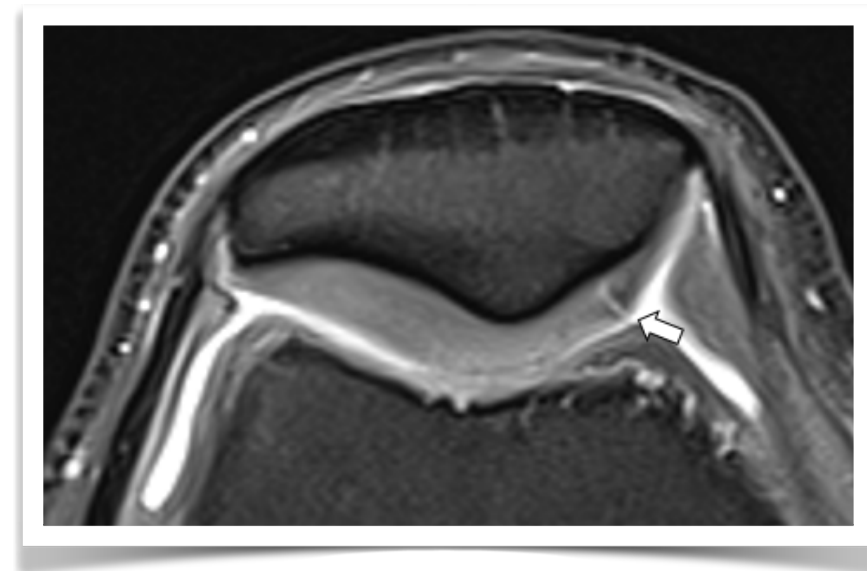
Fisura patelar en RM. Secuencia axial DP con supresión grasa. Banda lineal de alta señal, regular con señal de líquido (flecha).
